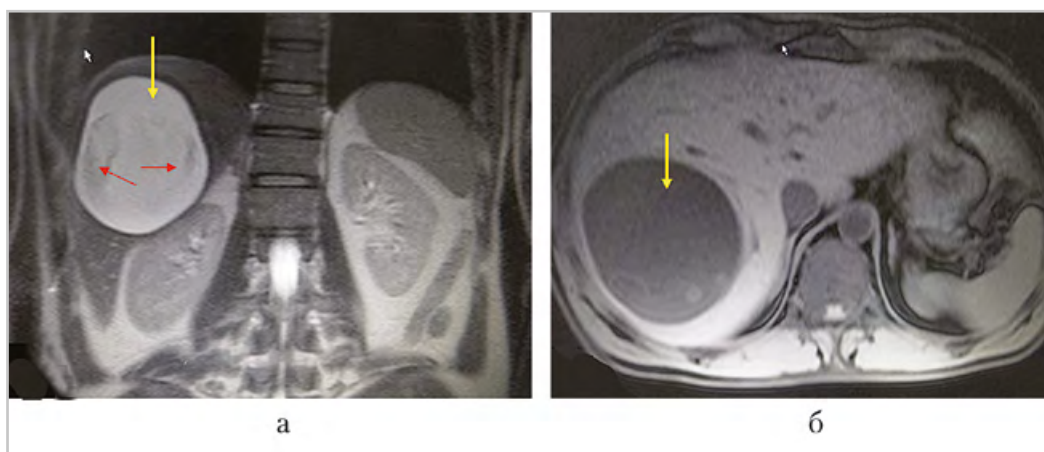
МР-томограммы органов брюшной полости. Паразитарная киста в правой доле печени (желтые стрелки), гипоинтенсивные лентовидные включения в кистозной полости (красные стрелки): а — T2-взвешенное изображение, гиперинтенсивное образование; б — T1-взвешенное изображение, гипоинтенсивное образование
